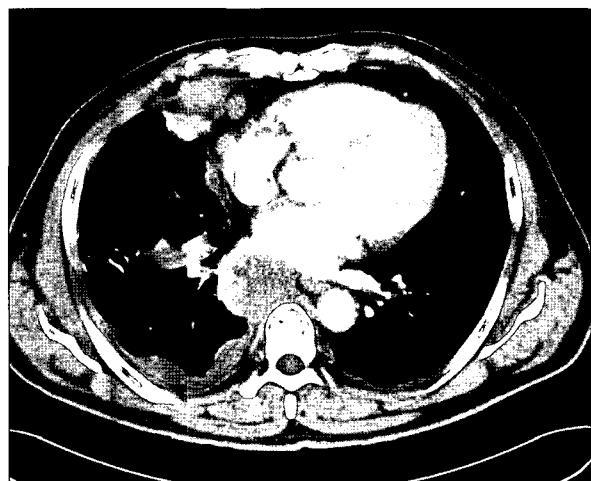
Chest CT shows multiple nodular and mass lesion disseminated on the right pleura. Chest wall invasion is suspicious.
